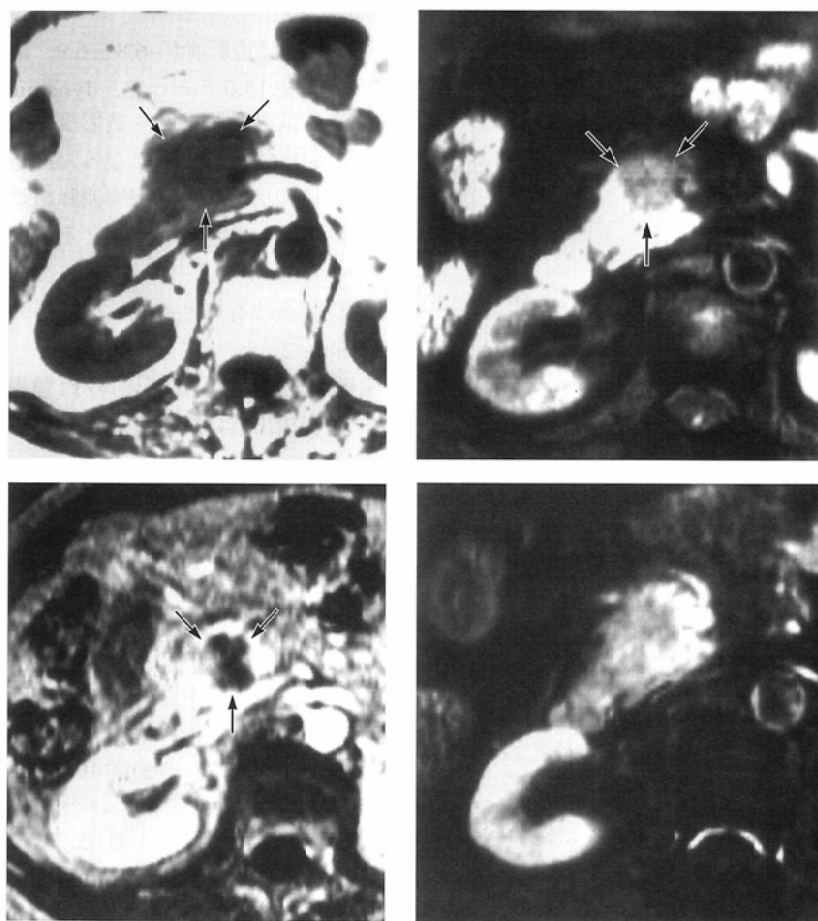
79-year-old female. Swelling of the head of the pancreas is shown. The lesion (arrows) is slight hypointensity on T1 weighted image (A) and becomes obvious hypointensity on early phase of dynamic MRI (B). Precontrast fat suppression (C) also demonstrates the hypointensity lesion clearly (arrows), but it becomes slight hyperintensity and obscure on enhanced fat suppression (D).
